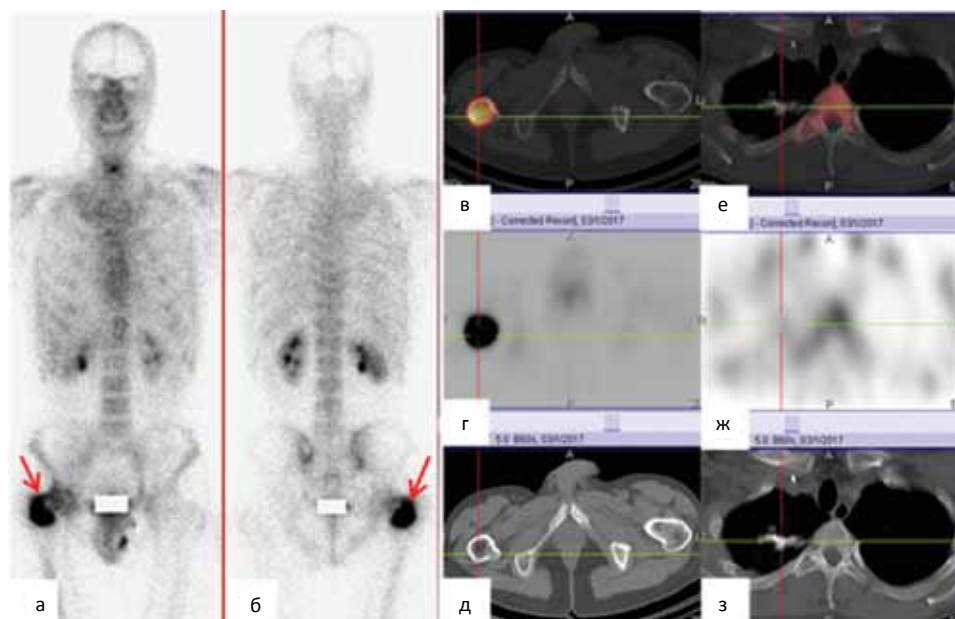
Контрольный визит 01.03.2017 г. ОСГ (а, б) и ОФЭКТ/КТ таза (в, г, д) и грудной клетки (е, ж, з). Выраженная гипераккумуляция РП в области проксимального отдела правой бедренной кости (шейка и межвертельная область, стрелки). По КТ – увеличение очага до 4,5×4×3,3 см. Прогрессирование основного заболевания V. Накопление РП в очаге в правом легком нормализовалось
